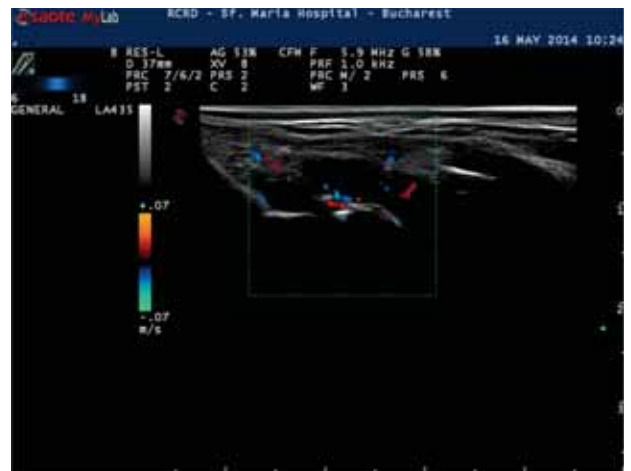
Ecografie secțiune longitudinală RCC dreapta aspect dorsal Sinovitagrad 3 cu semnal Doppler grad 2 la pacientă aflată în remisiune
